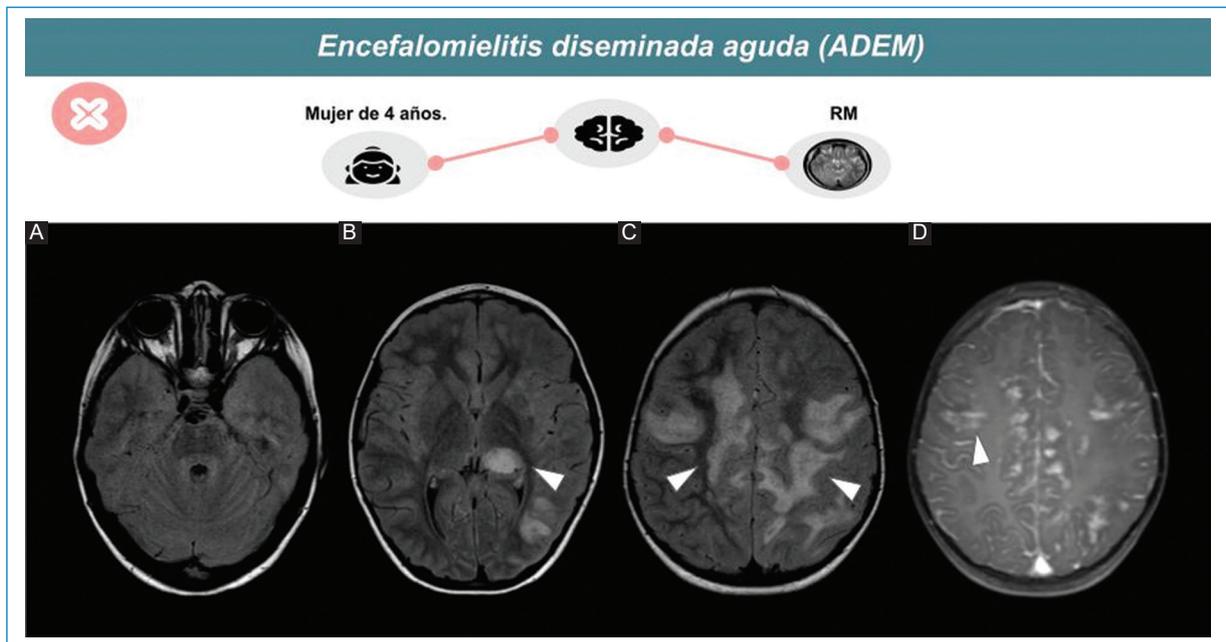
ADEM en una niña de cuatro años. Señal hiperintensa en FLAIR (A-C) de sustancia blanca subcortical y periventricular de ambos hemisferios, así como tálamo izquierdo (flechas). Las lesiones presentan ligero realce tras la administración de gadolinio (puntas de flecha) (D).
